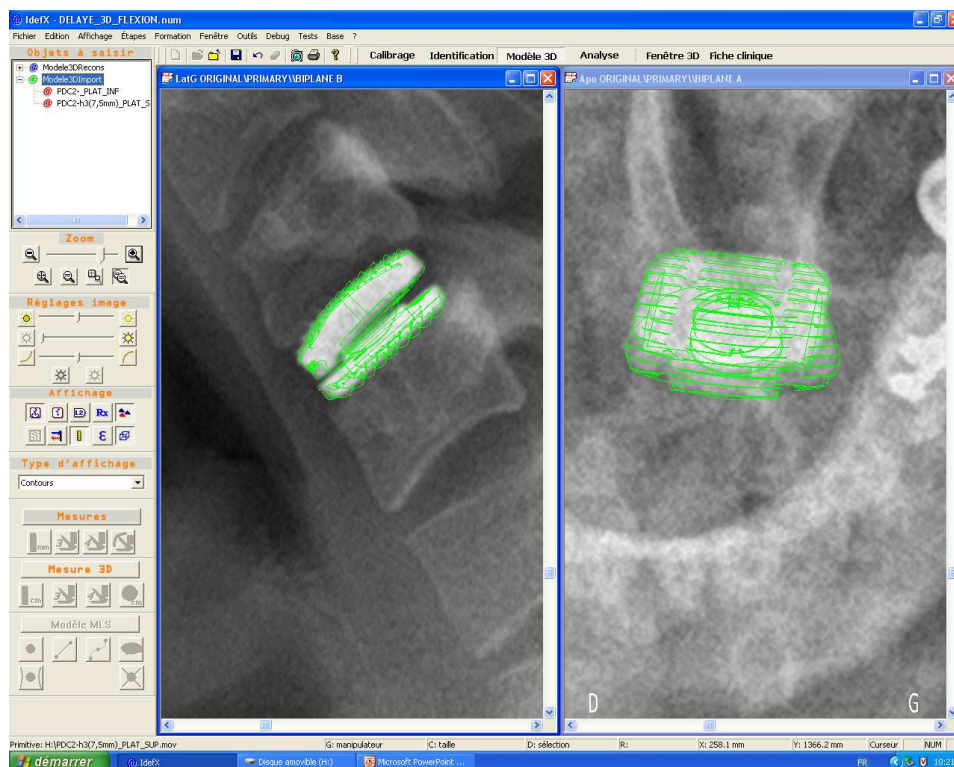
Recalage de la prothèse (plateaux supérieur et inférieur) sur les radiographies 2D de face et de profil.
